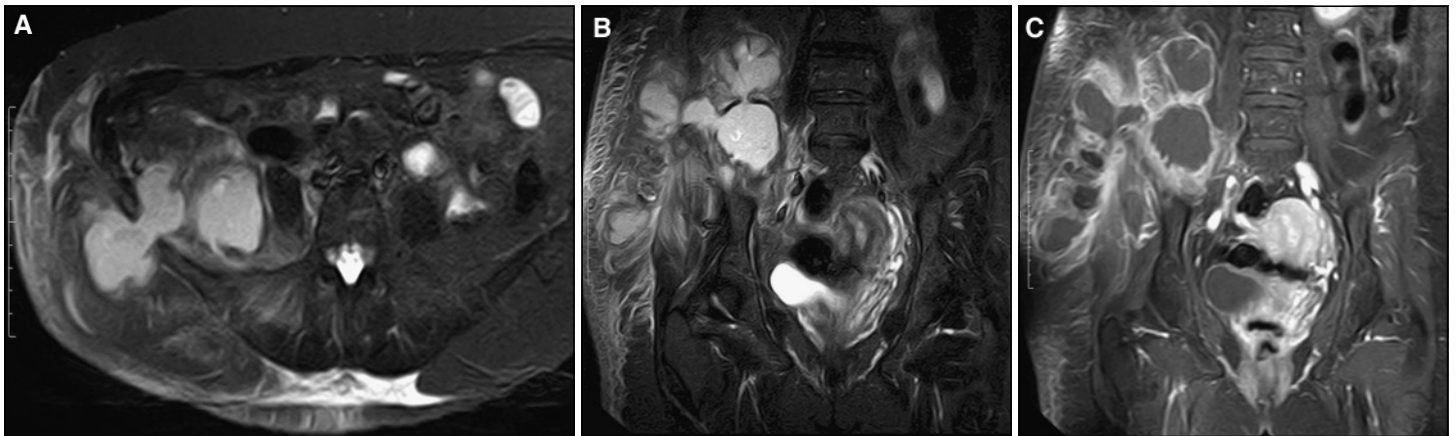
Imágenes de RM STIR axial y coronal (A-B) y con el uso de gadolinio (C), muestran una gran colección compleja en el retroperitoneo, con gruesas paredes hipointensas y extensión a tejidos blandos superficiales a través del triángulo lumbar inferior.
